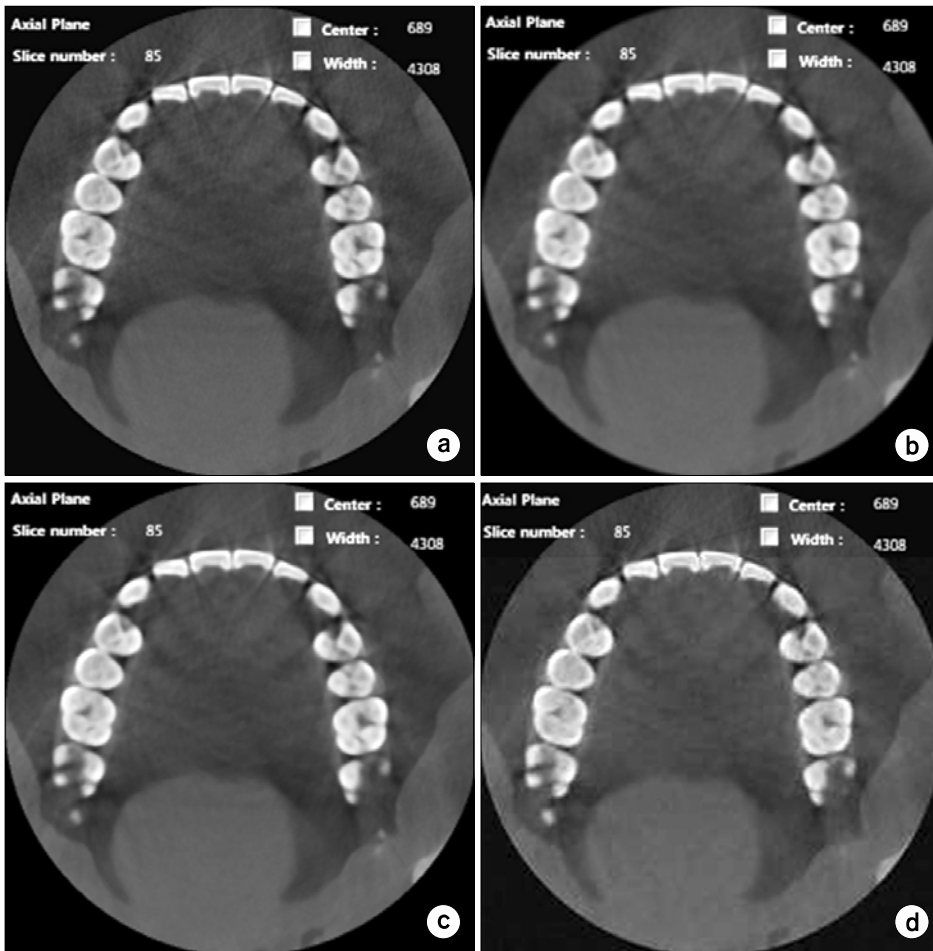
Results of applying noise reduction filter to dental CBCT data. (a) Original image (b) Gaussian filter (c) Median filter (d) Adaptive total variation method.
